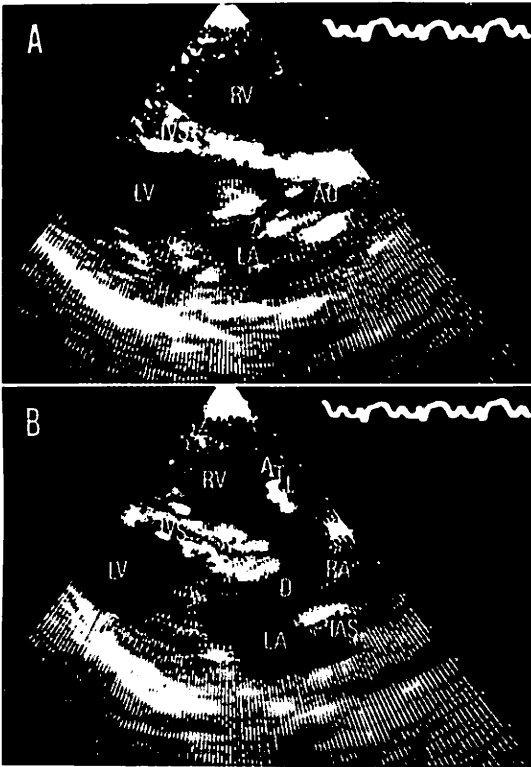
Cross-sectional echocardiograms in a 3-year-old girl with endocardial cushion defect.
